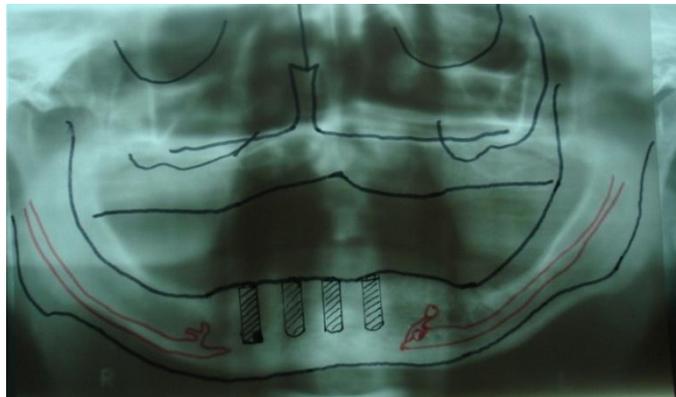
Radiografía panorámica– planificación de los implantes
